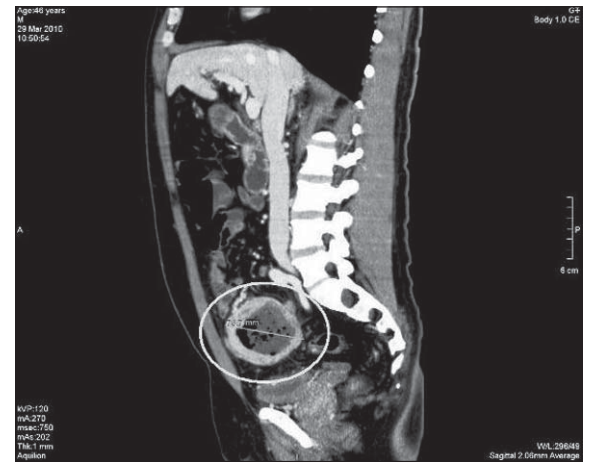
Vista sagital de la tomografía computarizada (TC) mostrando el GIST localizado en el íleon terminal (círculo). Se observa contenido líquido y necrosis, por lo que se consideró maligno. La pared posterior se observaba adelgazada lo que hizo sospechar que estuviese perforado en ese punto.
